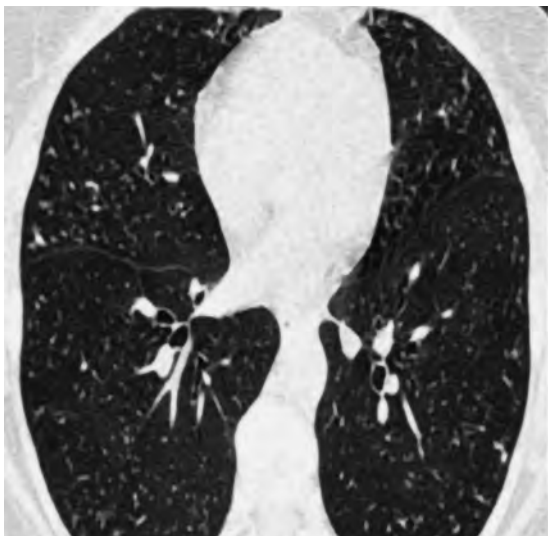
На аксиальном и фронтальном КТ-срезках легких (легочное окно) определяется очаговая диссеминация легочной ткани
